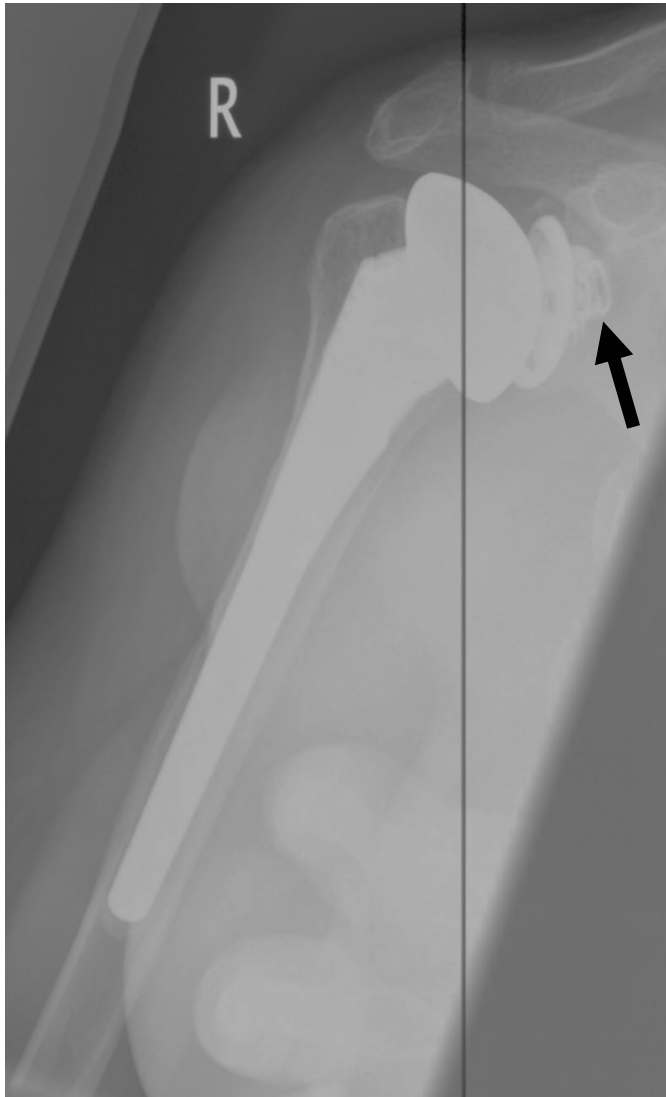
Röntgenbild der Schulter (mit Hohlschraubenfraktur)
